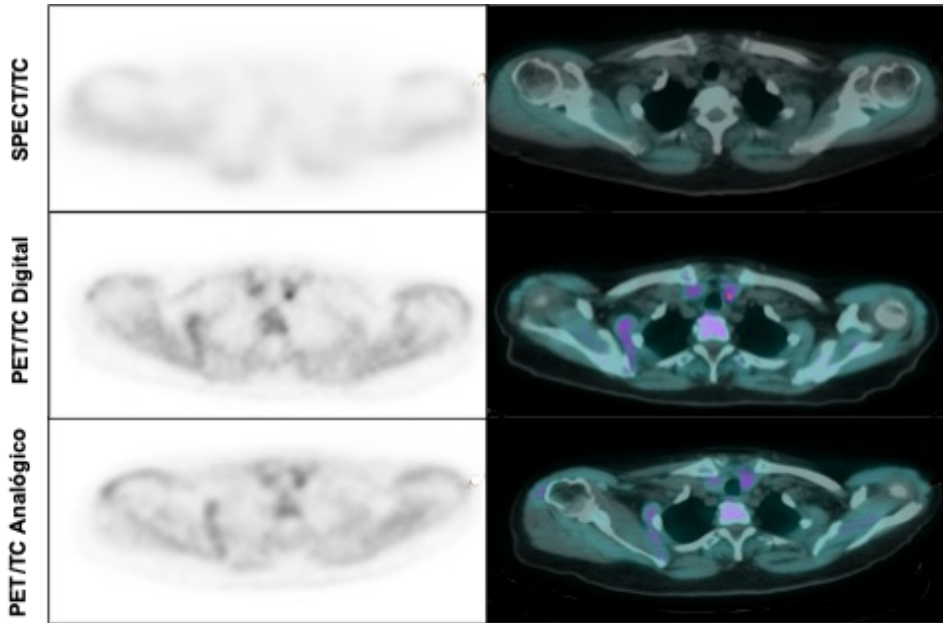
Mujer de 71 años con patrón bioquímico de hiperparatiroidismo primario y con [99mTc]Tc-MIBI SPECT/TC negativo. Se llevó a cabo protocolo de imagen dual de un solo día utilizando un sistema PET/TC digital y otro analógico después de administrar una única dosis de 9.8 mCi de [¹⁸F]F-Colina. La primera adquisición PET/TC se realizó en el sistema digital a los 60 minutos después de la administración endovenosa del radiofármaco, y la segunda se llevó posteriormente en el sistema analógico, con un intervalo de tiempo aproximado de 30 minutos entre ambas adquisiciones. Se utilizaron los parámetros de reconstrucción recomendados para cada escáner. Esta imagen demuestra la mejor calidad de imagen del sistema digital en comparación con el sistema analógico. Además, se observa que el sistema digital detectó una lesión sospechosa de TPH mientras que el sistema analógico no detectó ninguna lesión. La lesión detectada por el sistema digital y no detectada por el sistema analógico tenía un tamaño de aproximadamente 6 mm de diámetro.
